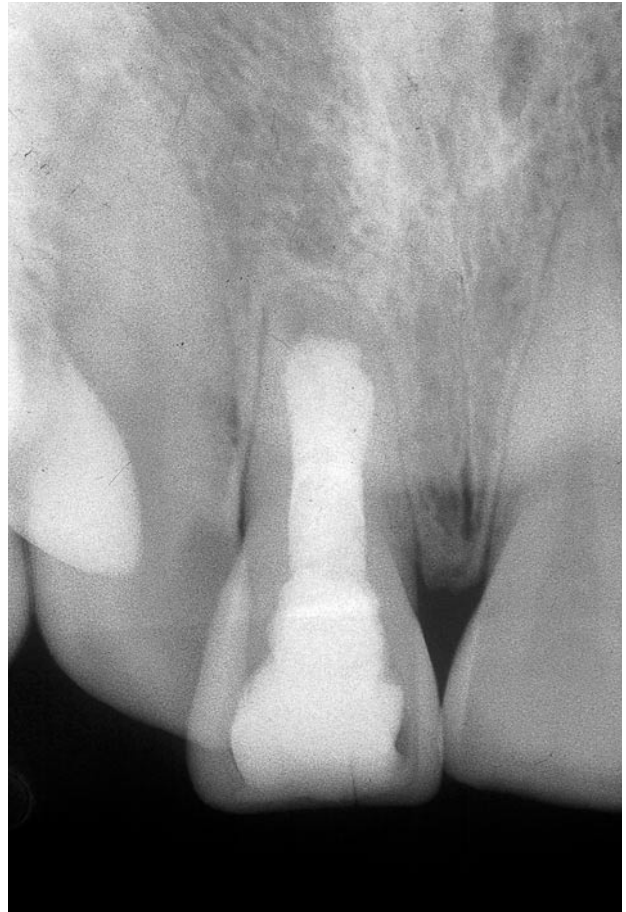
Radiografía periapical de evolución favorable a los 18 meses del tratamiento.
